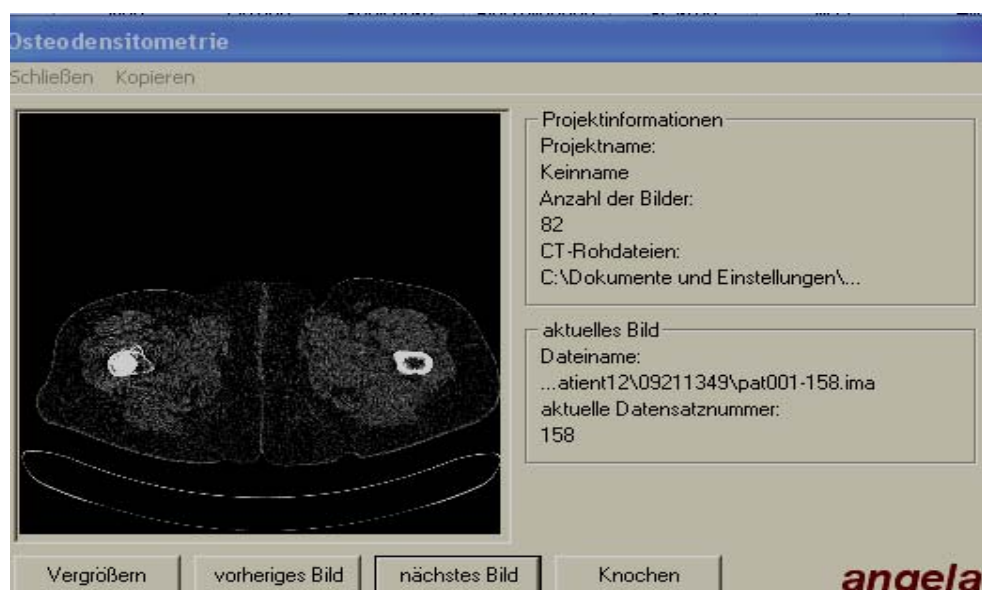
Darstellung eines eingelesenen CT-Bildes zur osteodensitometrischen Auswertung
